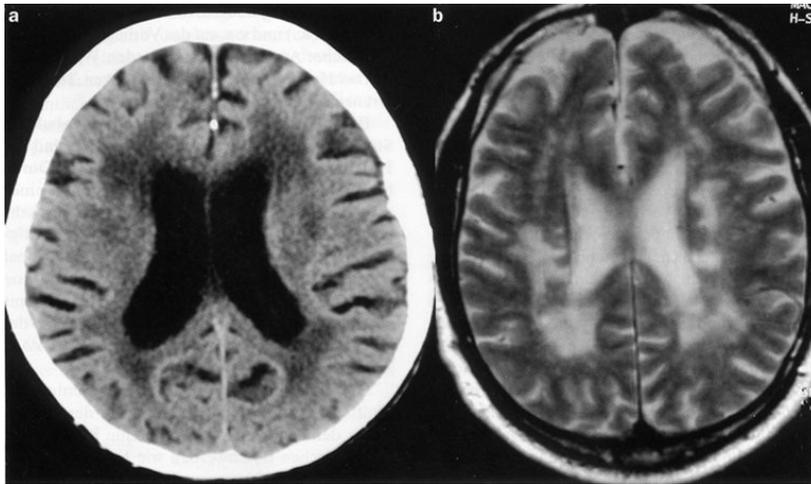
Computertomographie (linke Bildhälfte) und Kernspintomographie (rechte Bildhälfte) eines 75-jährigen Patienten nach Schlaganfall mit einer Hemiparese rechts. Die Veränderungen um den Ventrikel (Signalabschwächung in der CT, Signalverstärkung im MRT) zeigen eine Leukenzephalopathie, wie sie durch eine Mikroangiopathie verursacht wird, als Ursache des Schlaganfalls. (Bildmaterial aus der Routinediagnostik des Institutes für Radiologische Diagnostik an der Heinrich Heine Universität- Leiter Prof. Dr. Mödler)
